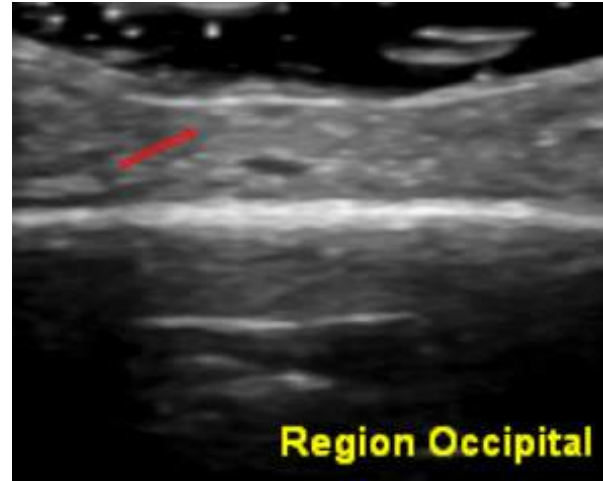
Ecografía de la zona afecta observándose las alteraciones antes citadas.
